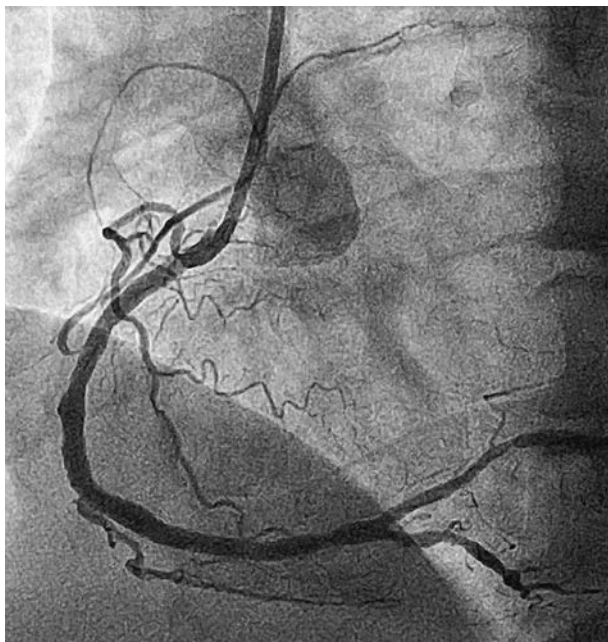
Восстановление кровотока у пациента со STEMI после последовательной имплантации стентов: степень эпикардиального кровотока – TIMI 3, степень миокардиальной перфузии – MBG 3 (А); ангиографические признаки восстановления перфузии миокарда в зоне инфаркта, пунктиром показан миокардиальный blush (Б).
